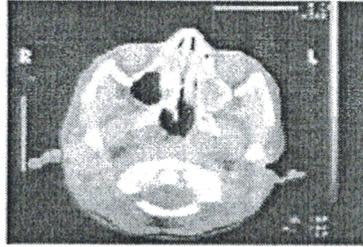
TDM (forme osseuse)
